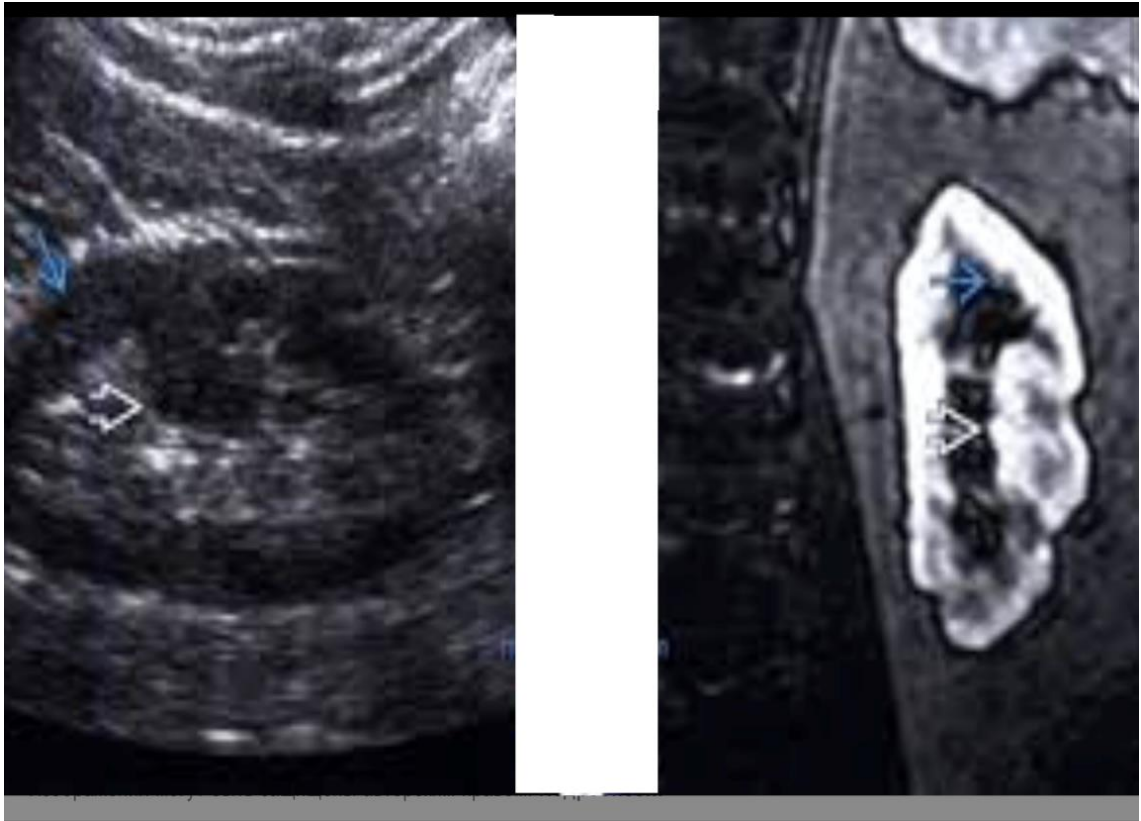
Ультрасонограма (зліва) та комп'ютерна томограма (справа) нирки пацієнта
